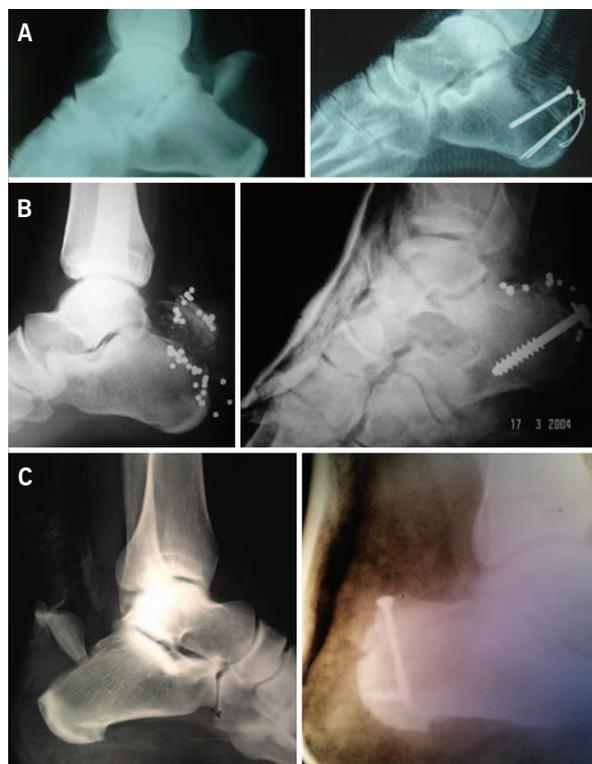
Radiografías pre y postoperatoria de las diferentes opciones de osteosintesis. A) tornillo mas sistema absorbe-tracción. B) tornillo solo y C) tornillo mas Arpón
